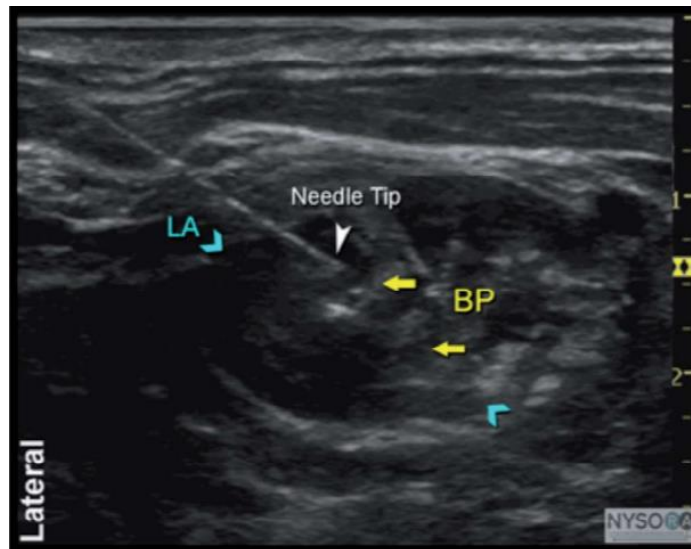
Imagen ecográfica plexo braquial interescalénico (BP: plexo braquial interescalénico, Needle Tip: punta de aguja, LA: distribución del anestésico local) ultrasound guided interscalene brachial plexus block¹⁴⁴
